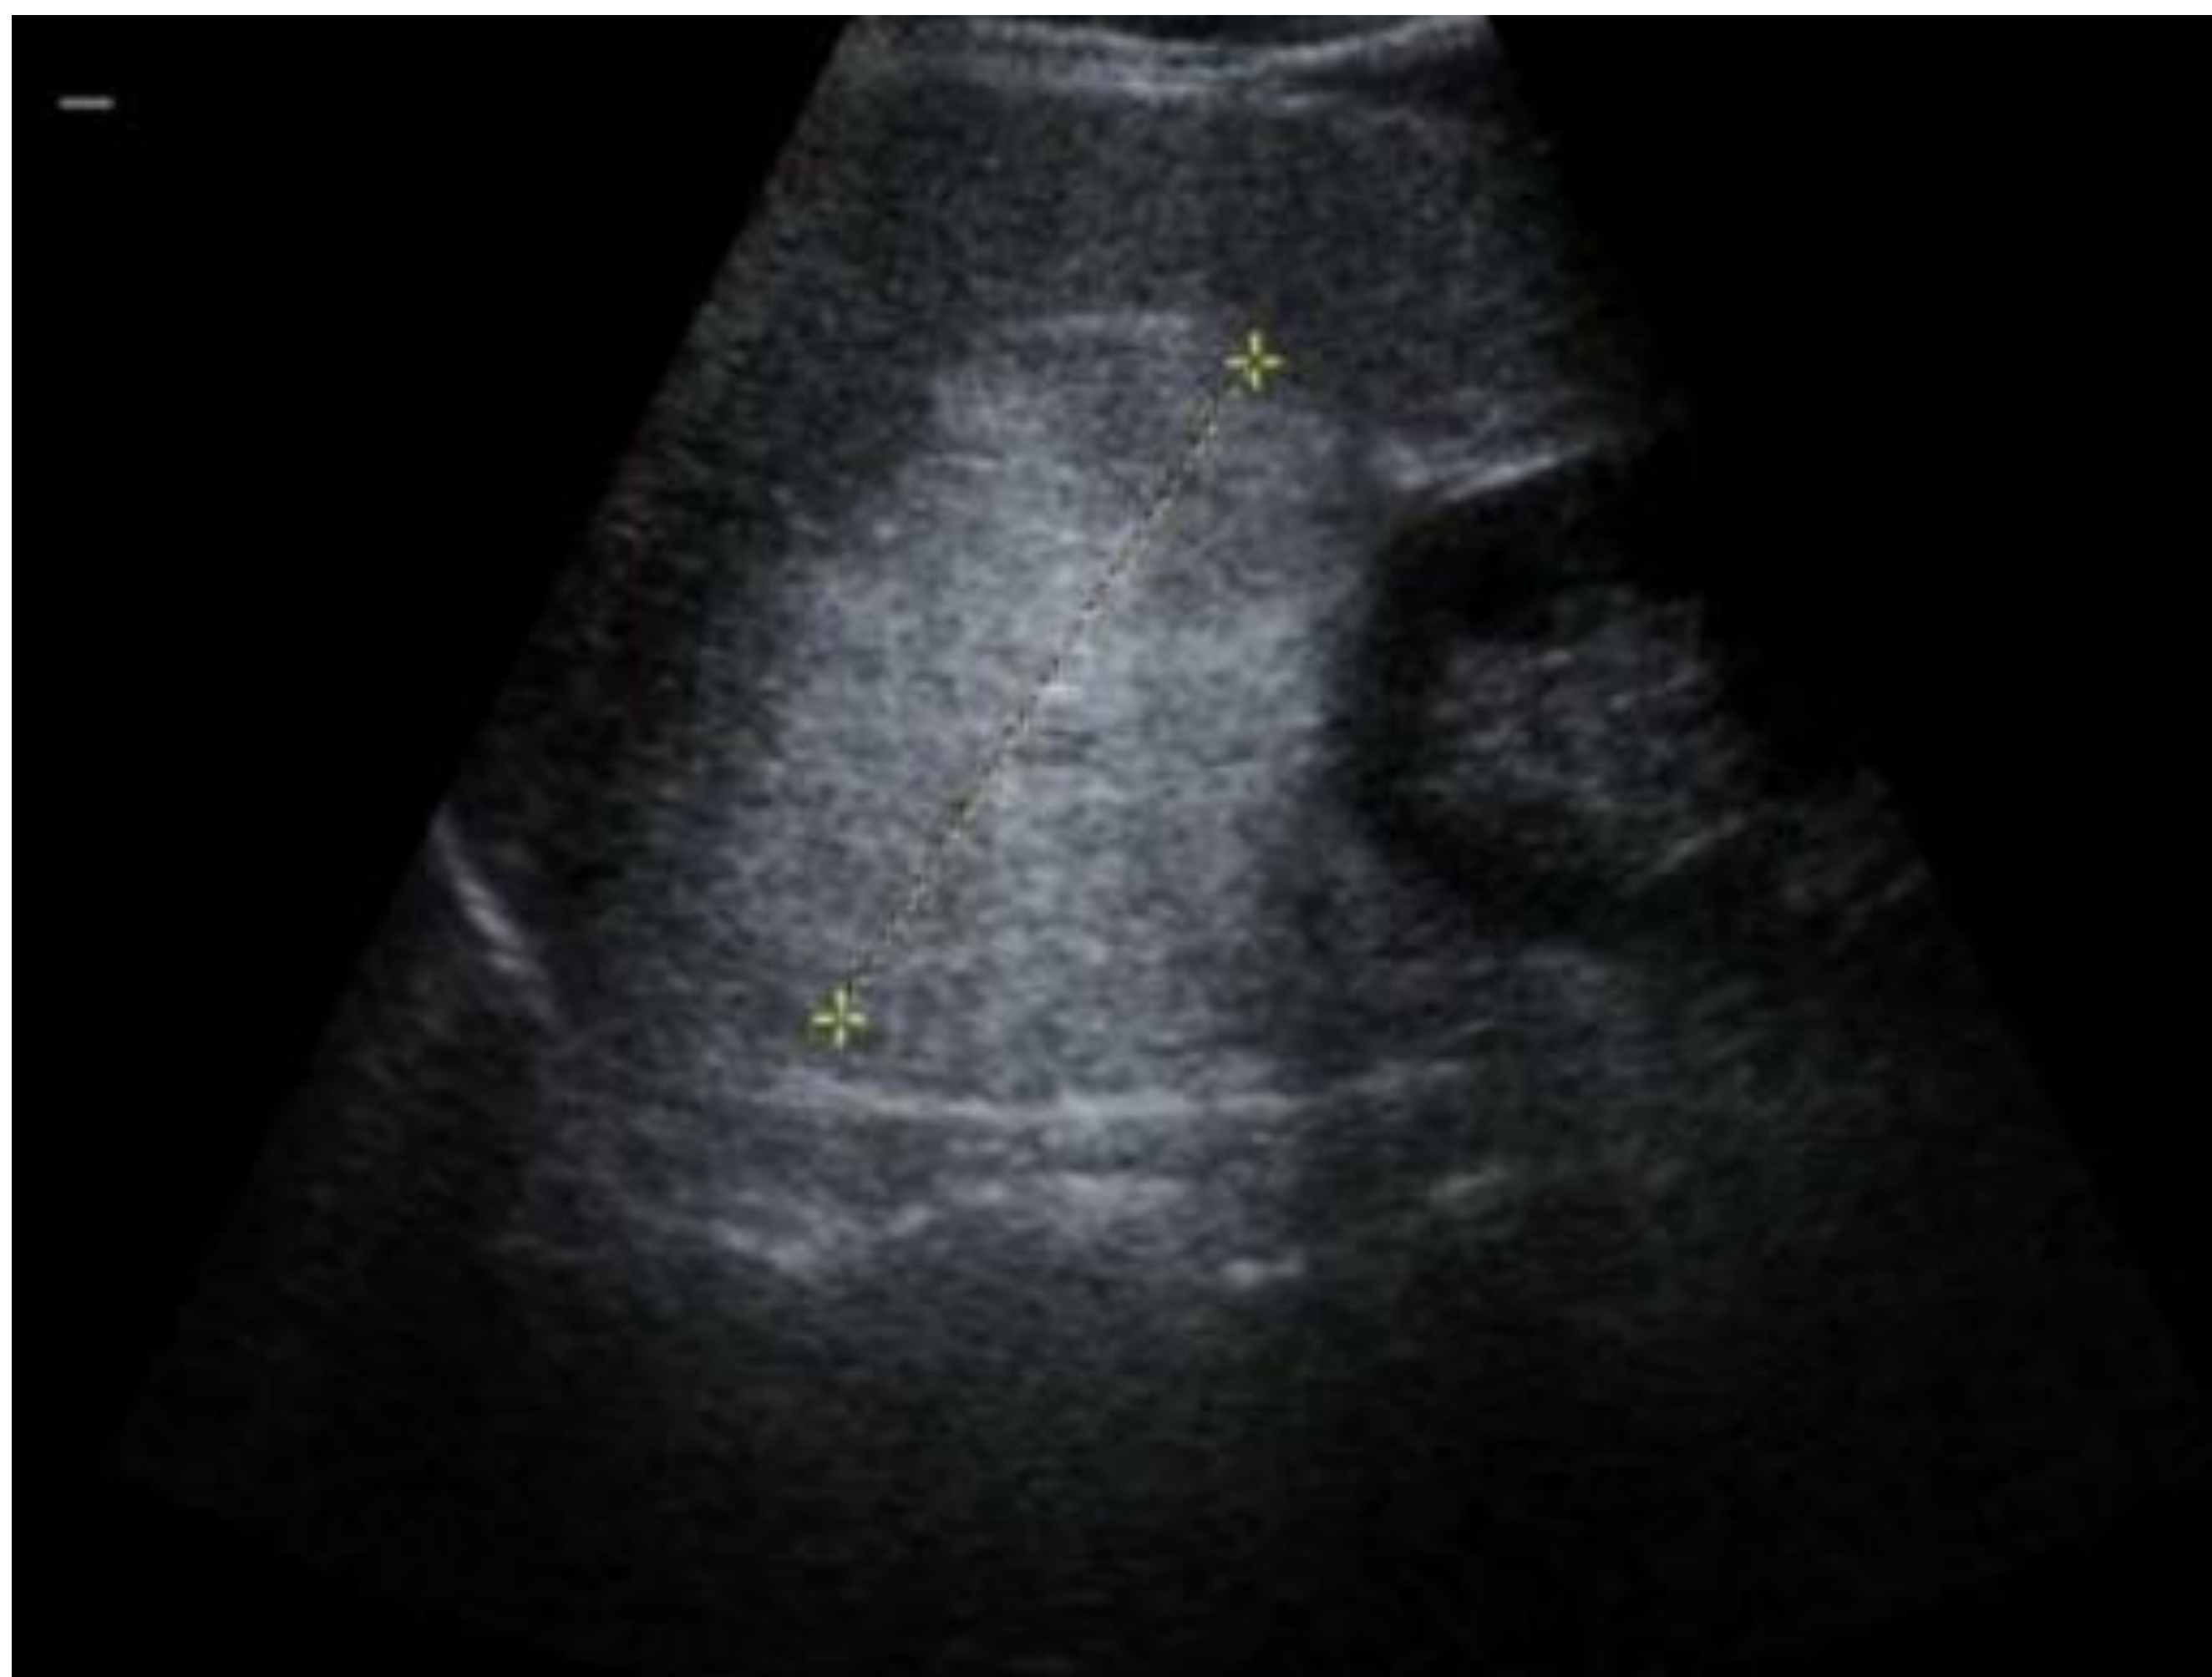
Imagen de ecografía. Lesión nodular ecogénica de 8 cm craneal al riñón derecho sugerente de mielolipoma suprarrenal.
